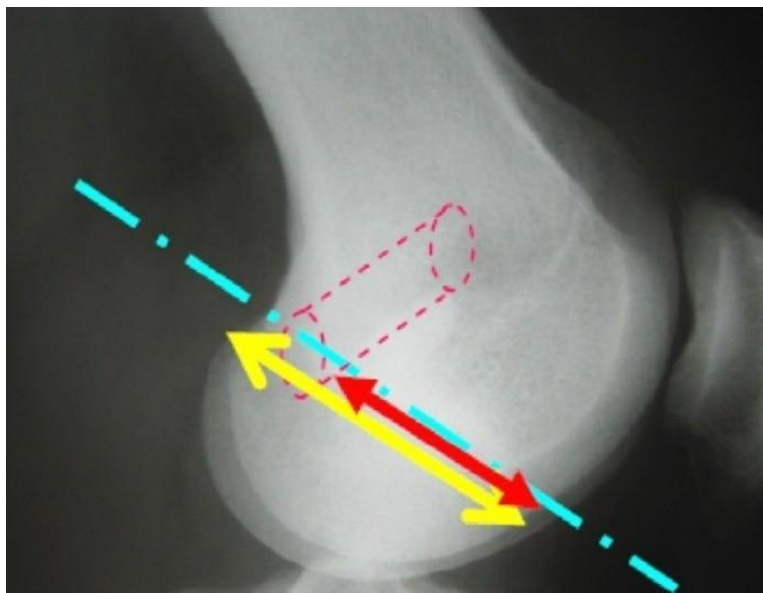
Radiographie de genou profil montrant la méthode d'Agleitti fémoral [3].
